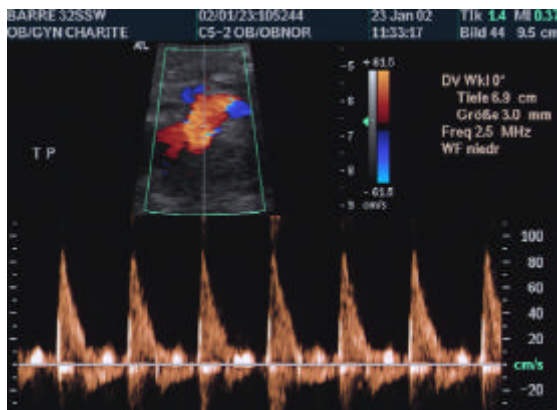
Blutflusskurve in Spektraldopplertechnik, 32. SSW
